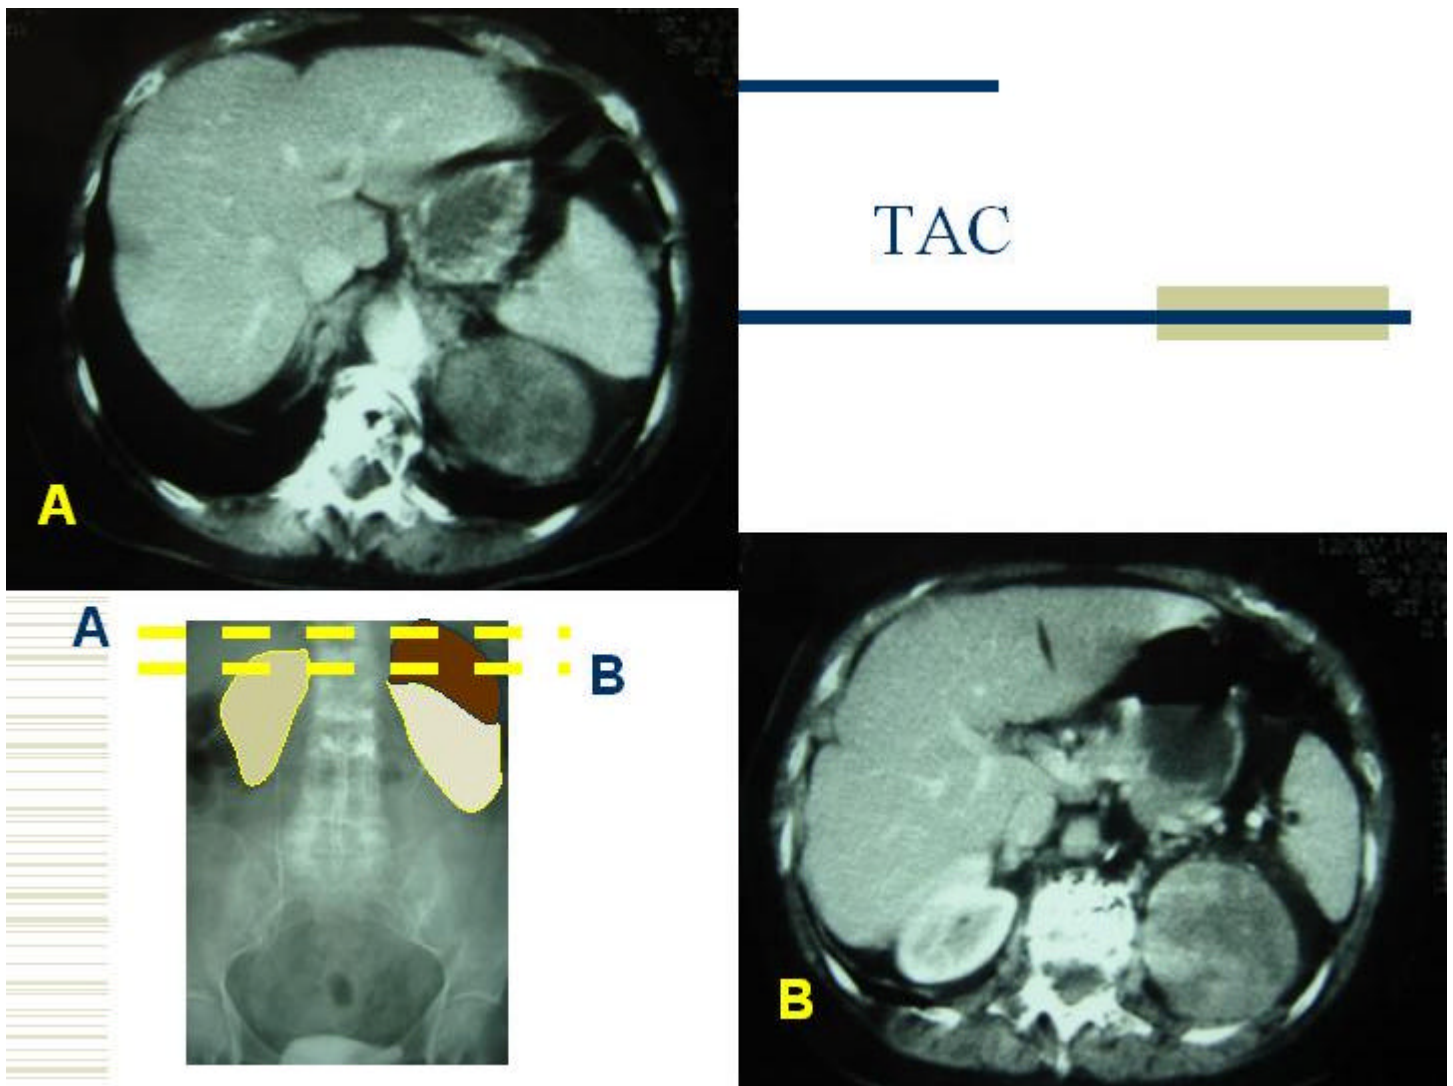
Tomografía axial computarizada
